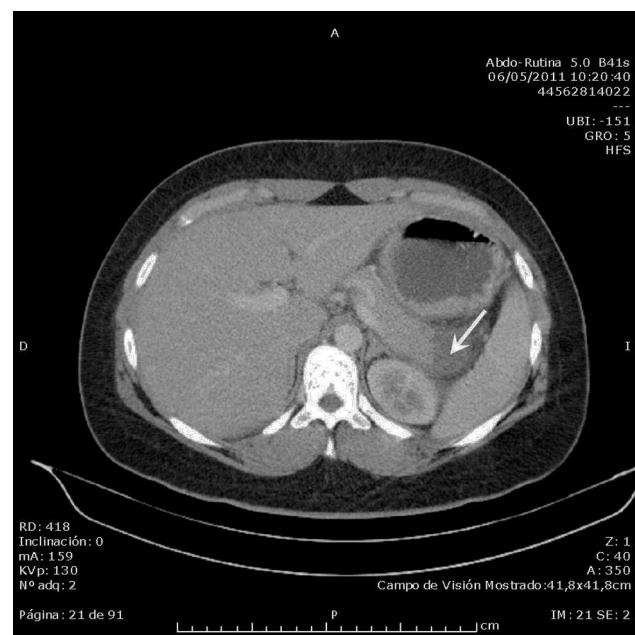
Imagen de TC abdominopélvica en la que se aprecia un área hipocaptante en cola de páncreas con rarefacción de la grasa adyacente compatible con pancreatitis focal (flecha blanca).
